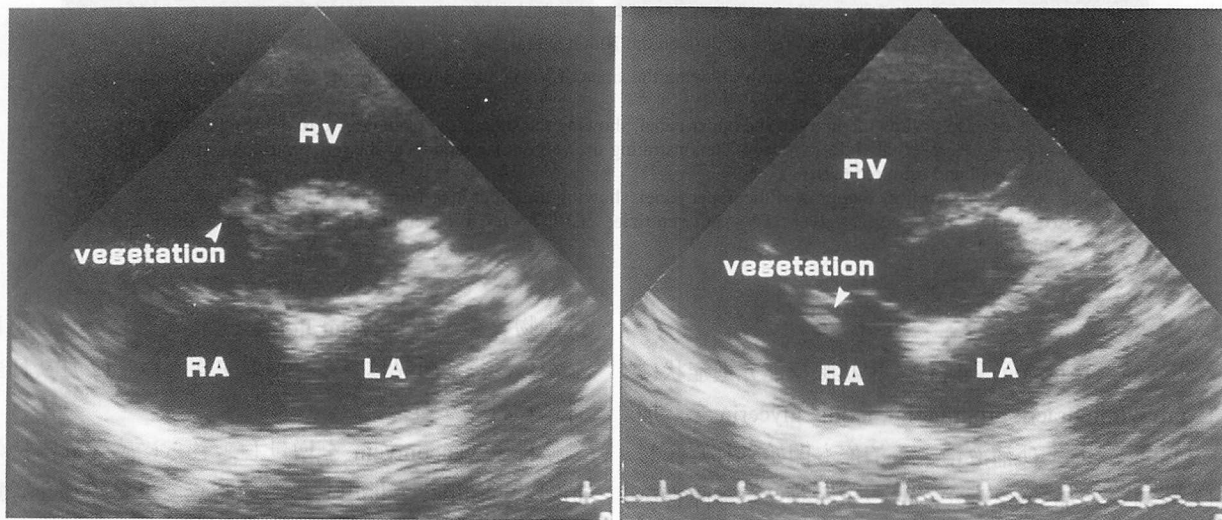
Two-dimensional (2-D) echocardiogram and color flow mapping on the 6th hospital day
